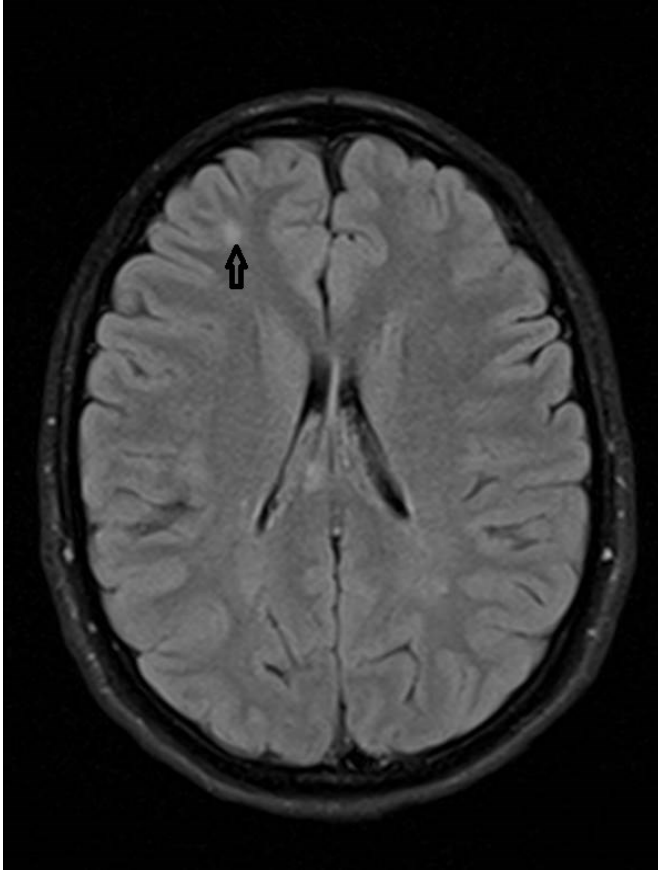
FLAIR-Sequenz MS Plaque, eigenes Bild
